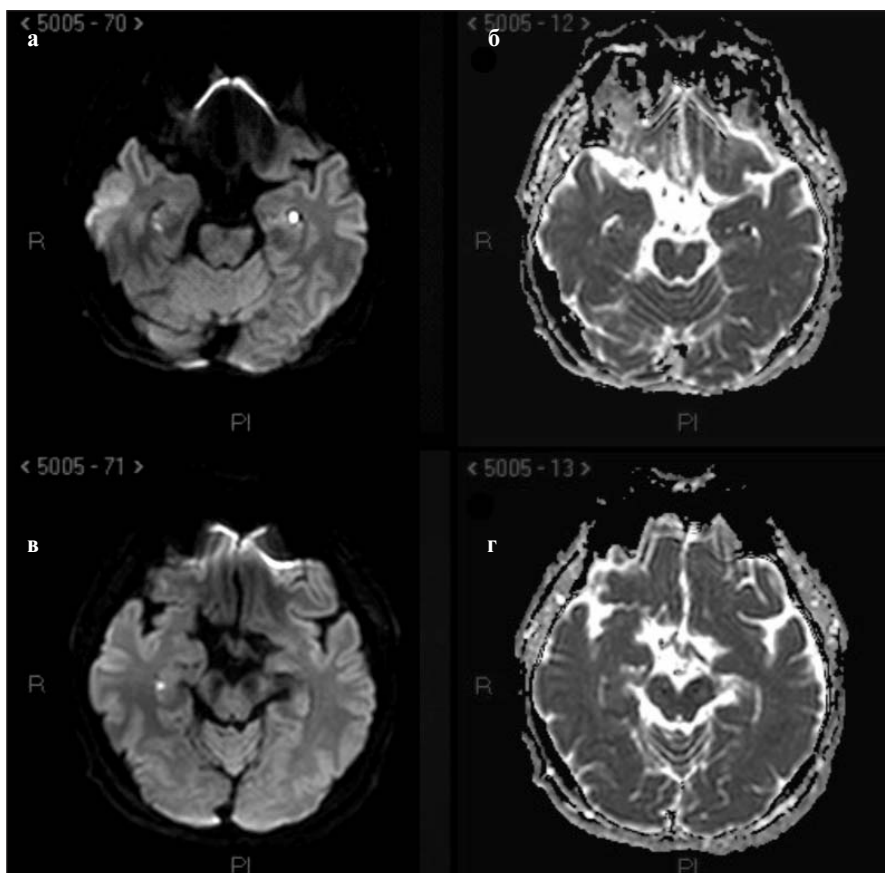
МРТ в режиме T2. Очаг гиперинтерсивности в левом гиппокампе
